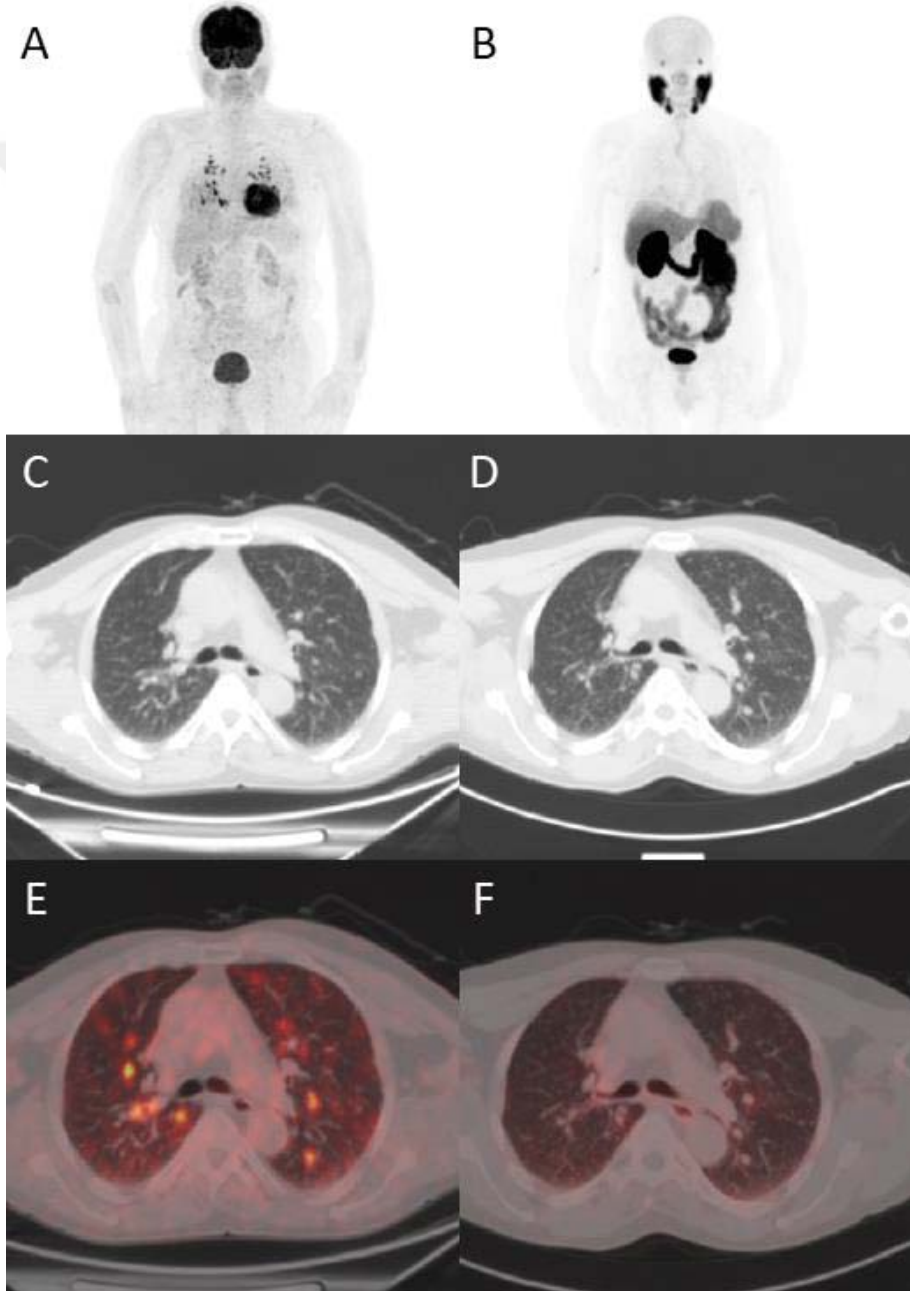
24 no'lu hastanın PET görüntülerinin devamı
